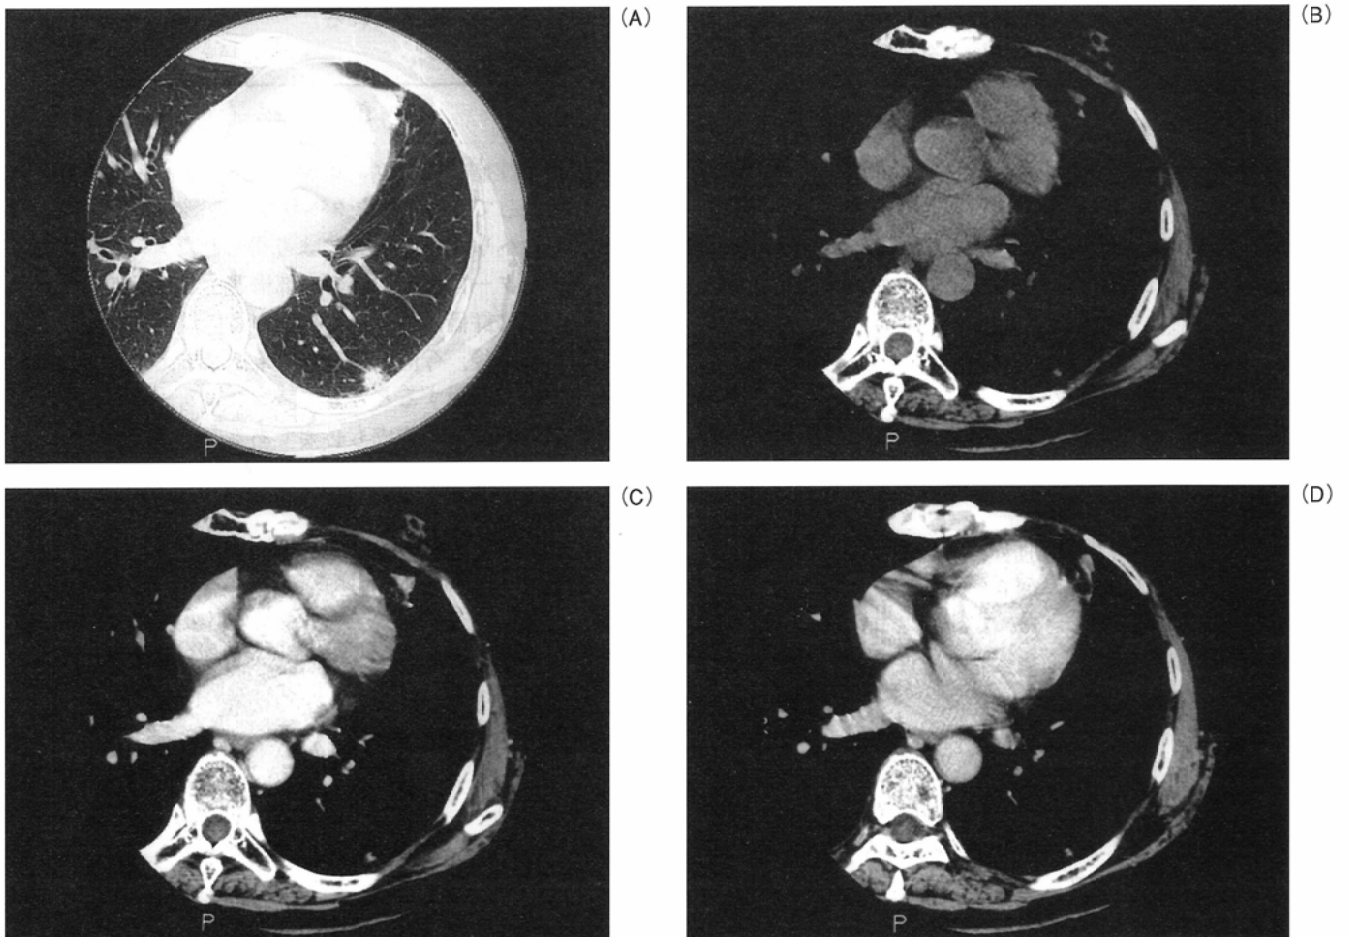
False-positive lesion at all time points (case 9: granuloma). A: CT scan of lung. B: Nonenhanced CT. C: CT scan obtained 2 minutes after administration of contrast agent. D: CT scan obtained 4 minutes after administration of contrast agent. CT images of C, D show obviously strong enhancement.
